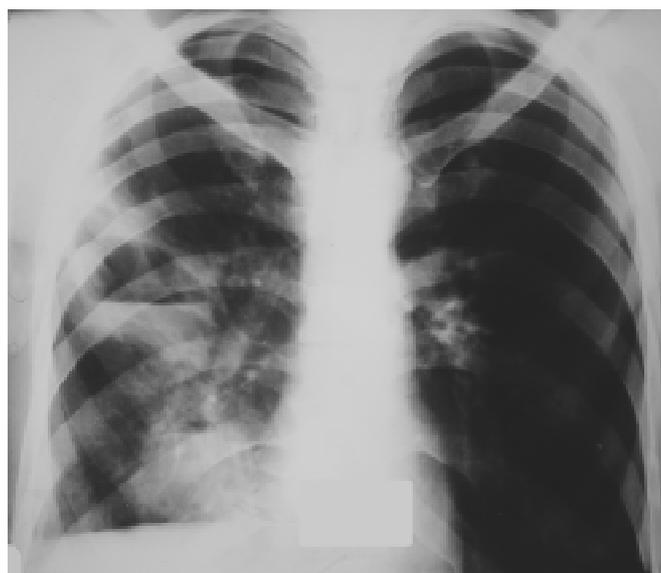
Рентгенограма хв. К., 54 р. Справа в середньому та нижньому легеневих полях визначаються дві товстостінні порожнини з наявністю рівнів рідини та перифокальною інфільтрацією навколо, невелика кількість рідини в синусі. Має місце значне підвищення прозорості легеневої тканини, більше зліва, за рахунок емфіземи, та зміни серцевої тіні внаслідок формування легеневого серця
